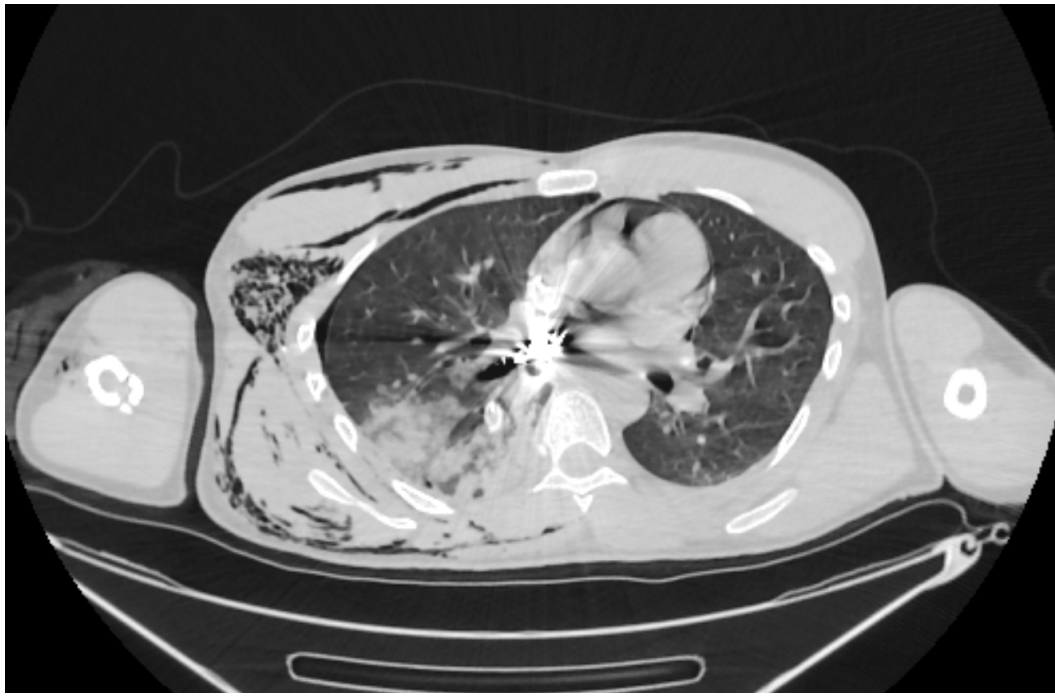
КТ- ознаки емфіземи м'яких тканин та інфільтративних змін правої легені
